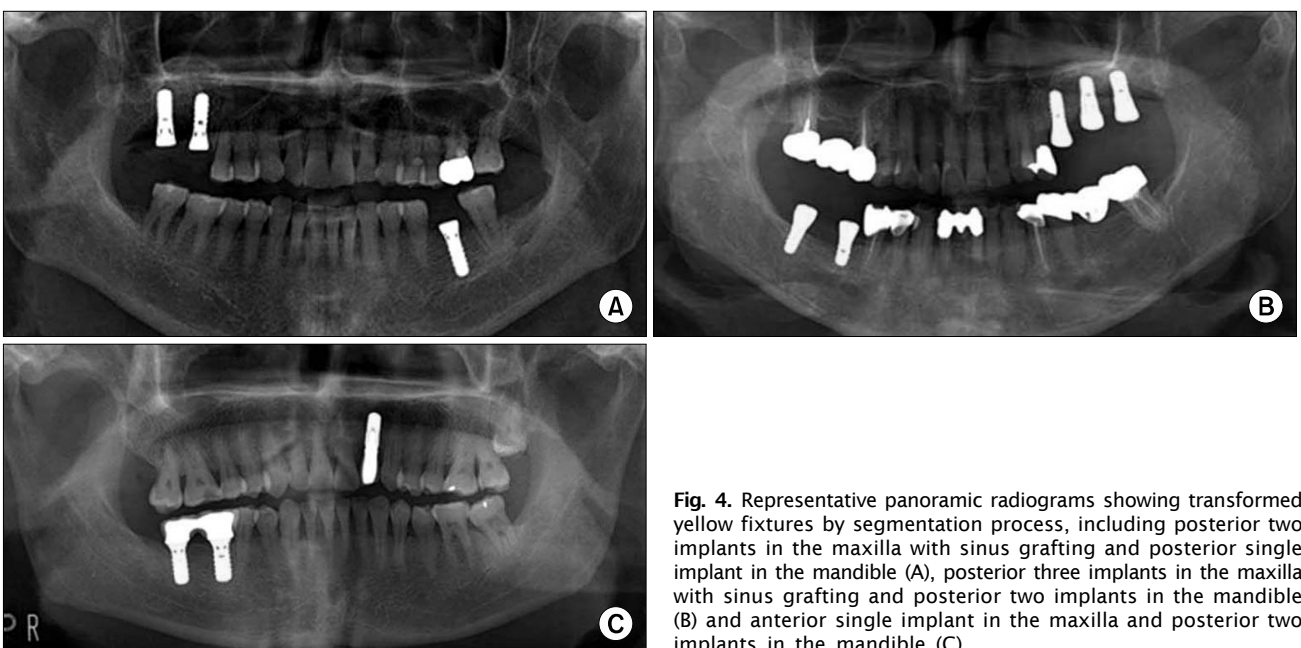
Representative panoramic radiograms showing transformed yellow fixtures by segmentation process, including posterior two implants in the maxilla with sinus grafting and posterior single implant in the mandible (A), posterior three implants in the maxilla with sinus grafting and posterior two implants in the mandible (B) and anterior single implant in the maxilla and posterior two implants in the mandible (C).
